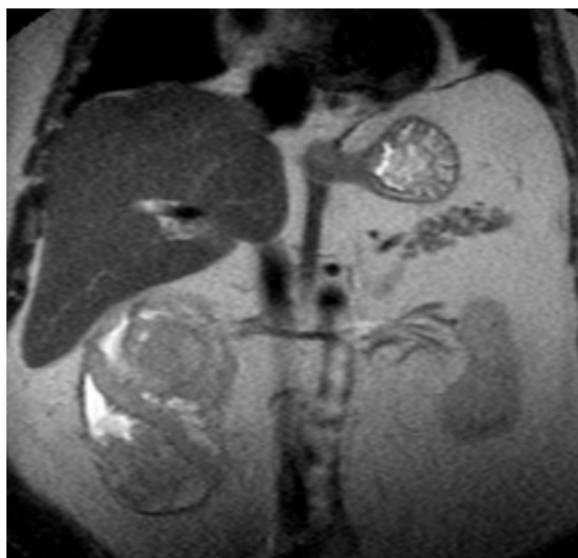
МРТ брюшной полости пациента А. Правая почка представлена патологическим конгломератом неправильной формы, неоднородной структуры, с участками гиперинтенсивного МР сигнала в T1 ВИ, с неоднородным накоплением парамагнетика общим размером  $140 \times 105,0 \times 130,0$  мм. Лоханка правой почки расширена до  $53,0$  мм. Заключение: МР-признаки патологического конгломерата правой почки, вероятно проявления гидронефротической трансформации с признаками кровоизлияния в почку. Левая почка без изменений.
